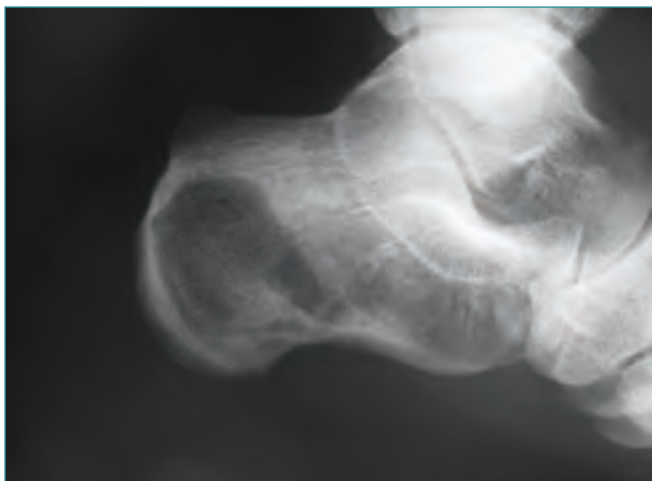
Radiografía lateral inicial del calcáneo del caso 2. Se observa una imagen osteolítica en la mitad posterior del calcáneo de bordes bien definidos, sin halo escleroso alrededor, que no rompe la cortical.
